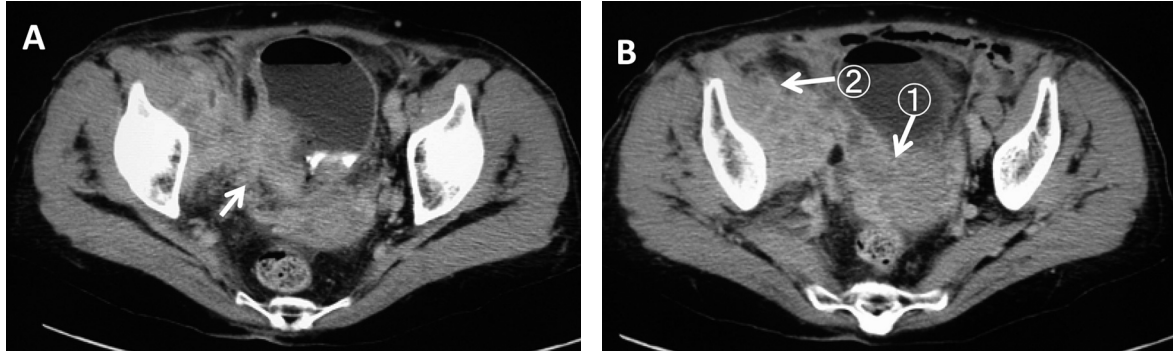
Initial abdominal CT scan. A) The bladder tumor protrudes beyond the bladder wall. B) The bladder tumor invades to the uterus (arrow ①). Enlarged lymph nodes compress the external iliac vein (arrow ②).
